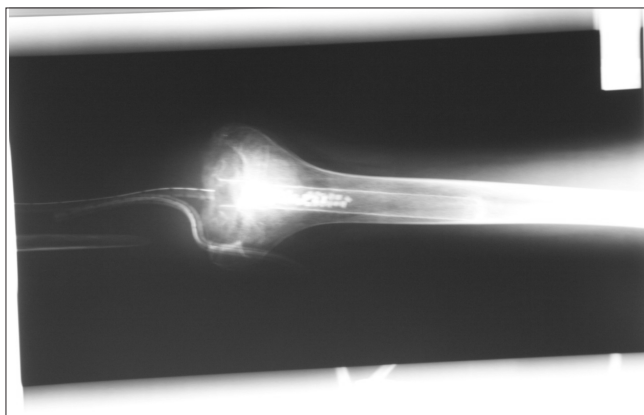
Рентгенограмма больного Р. (прямая проекция). У опиленной бедренной кости видны две перфорированные трубки лаважной системы. В полости костномозгового канала гранулы биокомпозитного материала с антибиотиком
